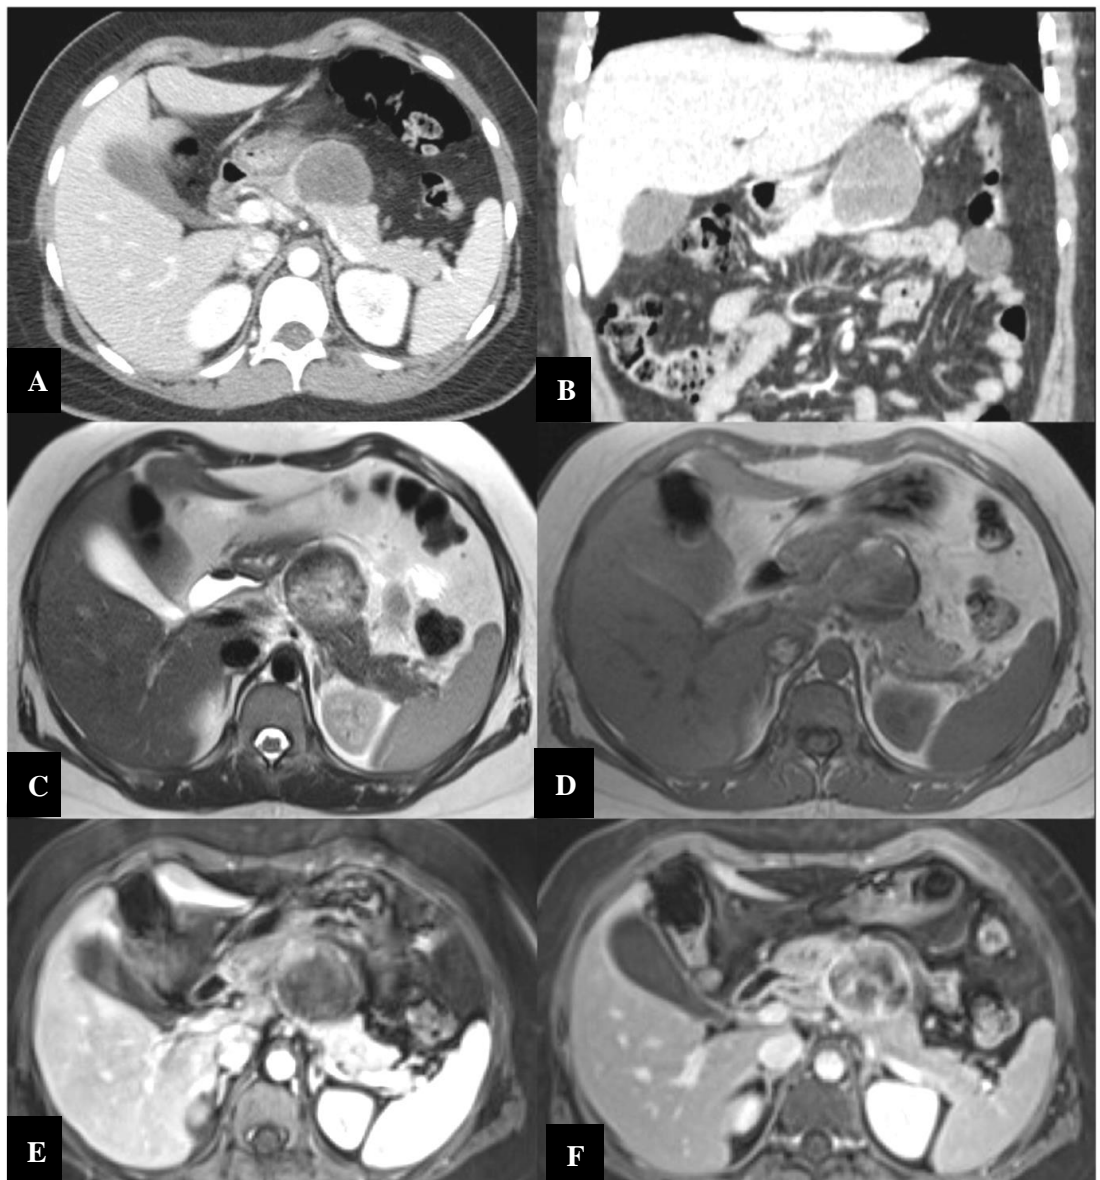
TSSP chez une femme de 17 ans. Images TDM axiale et coronale (A et B) montrant une masse hypodense corporeo-caudale (flèche blanche). En IRM, la lésion (flèche blanche) est en hypersignal en T2 (C) avec un hypersignal périphérique en T1 FATSAT (D). La prise de contraste est progressive et hétérogène avec une coque qui se rehausse tardivement (E et F) (220).
